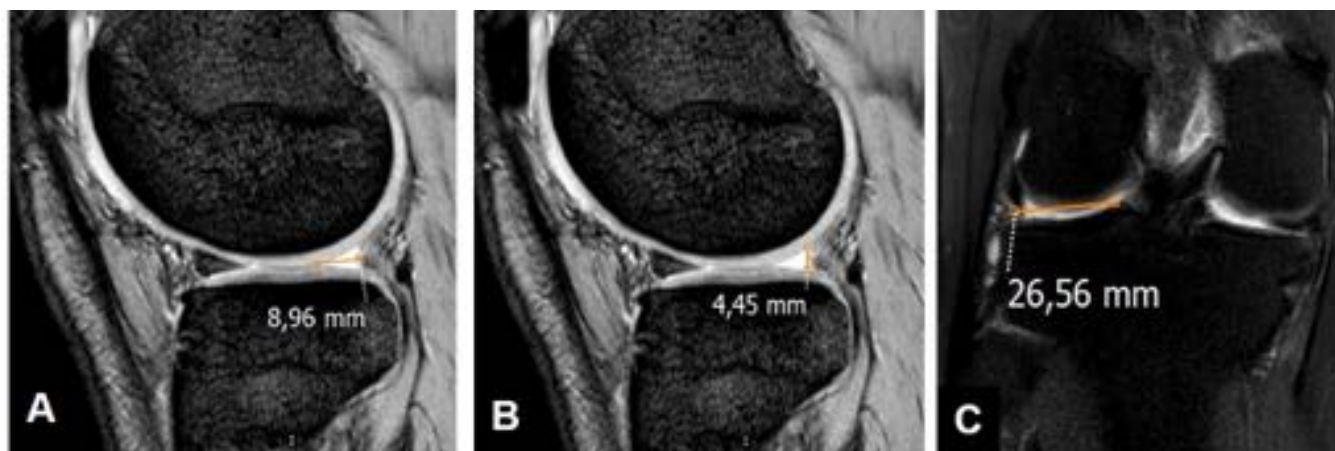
Mediciones del cuerno posterior mediante RM en los tres ejes: (A) anteroposterior, (B) craneocaudal y (C) transverso.
